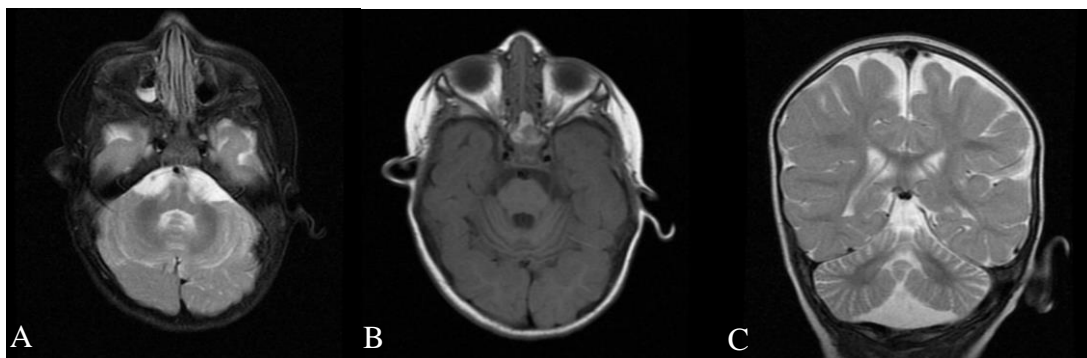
RM de crânio, caso 19.1. Cortes Axial T2 (A), Axial T1 (B) e Coronal T2 (C) evidenciando a redução volumétrica cerebelar, associada a discreta redução de volume na protuberância pontina
